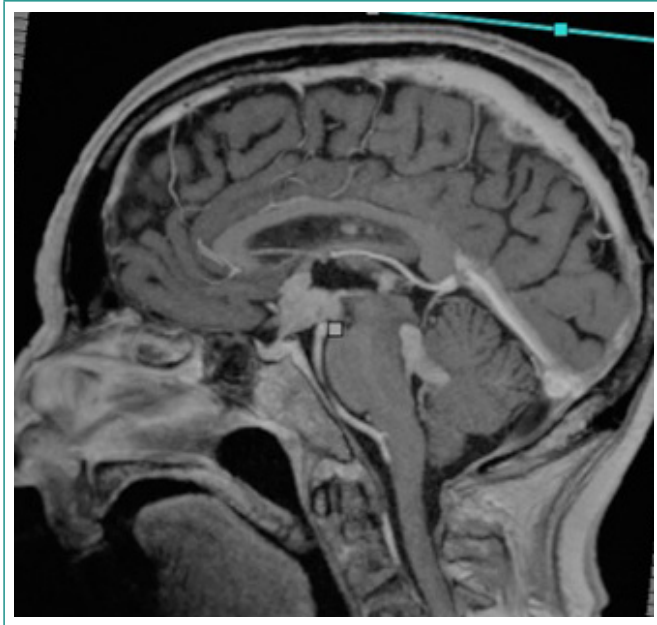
RM craneal: masa hipotalámica y focos de diseminación subependimaria en tercer y cuarto ventrículo
